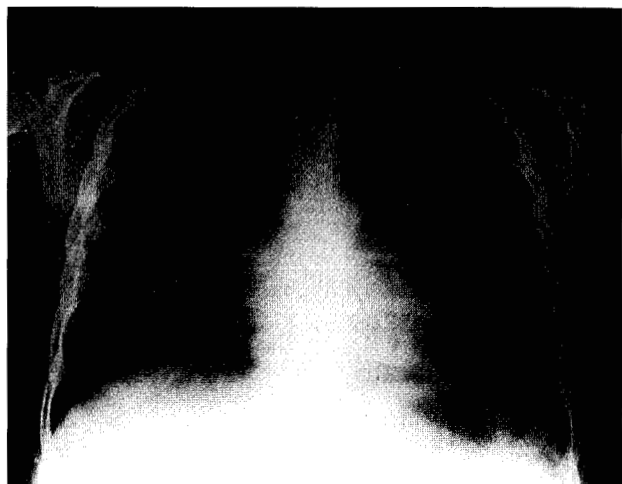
Radiografía de tórax normal (al ingreso).
